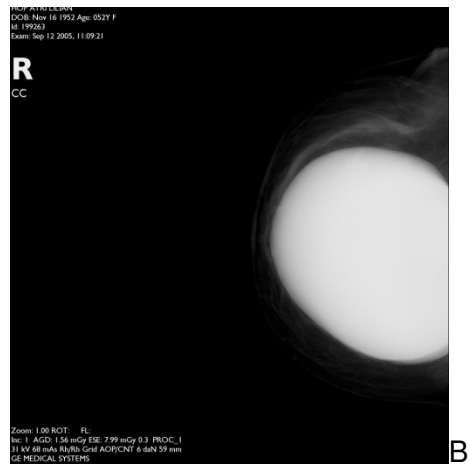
Todas las imágenes corresponden a la misma paciente. A. Imagen de ultrasonido adquirida con un transductor lineal, con una frecuencia de 9 MHz, en la cual observamos que debido a la contractura de la cápsula el número de pliegues aumenta (flechas). B. Proyección mastográfica craneocaudal de la mama derecha en donde se observa el implante de forma esférica debido a contractura de la cápsula (flecha). C. Imagen de RM Sag.T-2 en donde se corrobora la forma esférica del implante (flechas).
